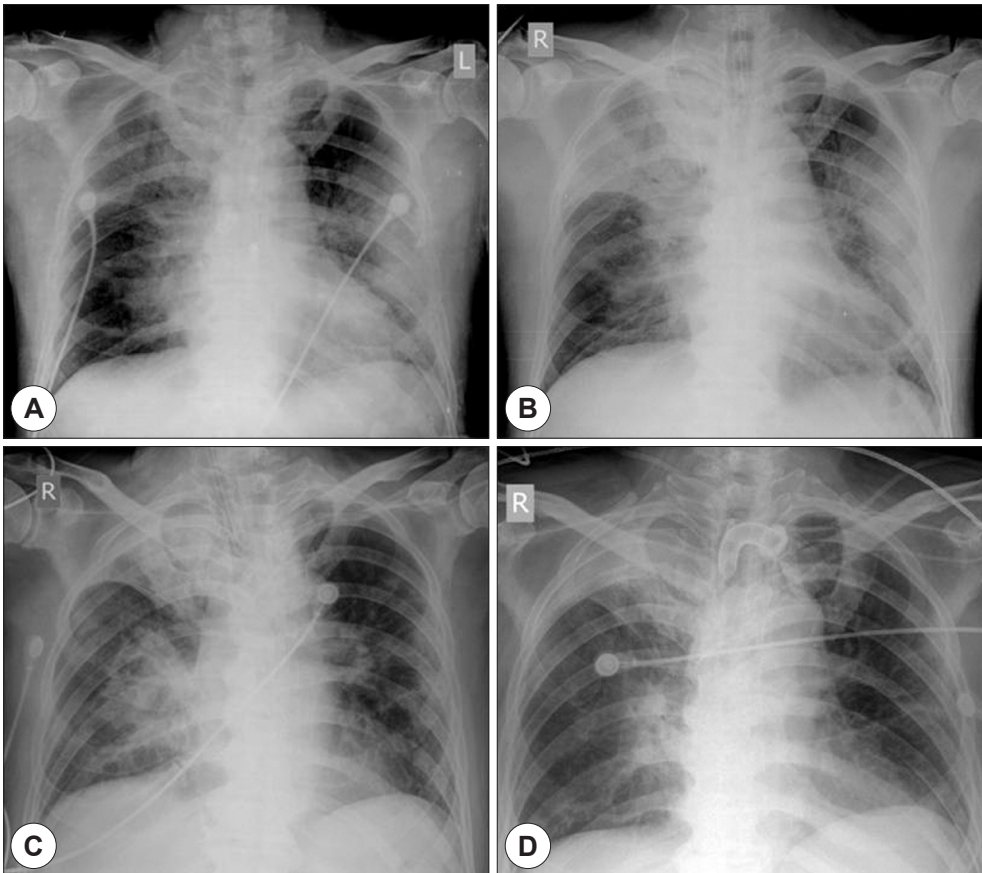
Clinical course of simple chest X-ray. Bilateral patchy ground glass opacity and consolidation are shown in both lung fields on hospital day (HD) 1 (A). Pneumonic consolidation is aggravated in right upper and left lower lung field on HD 4 (B) and consolidation on right upper lung field sustained until HD 24 (C). Bilateral pneumonic infiltration was much improved on postoperative day 12 (HD 36) (D).
